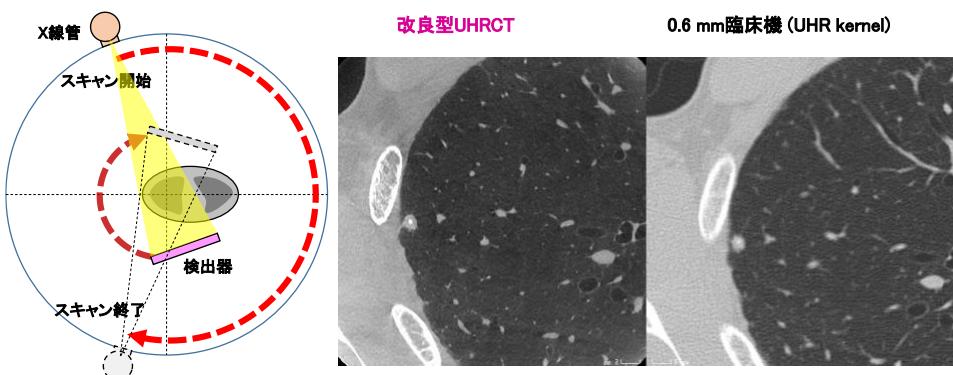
人体肺に適用可能なハーフスキャンによる極超高解像度 CT のスキャン方式との CT 画像比較
